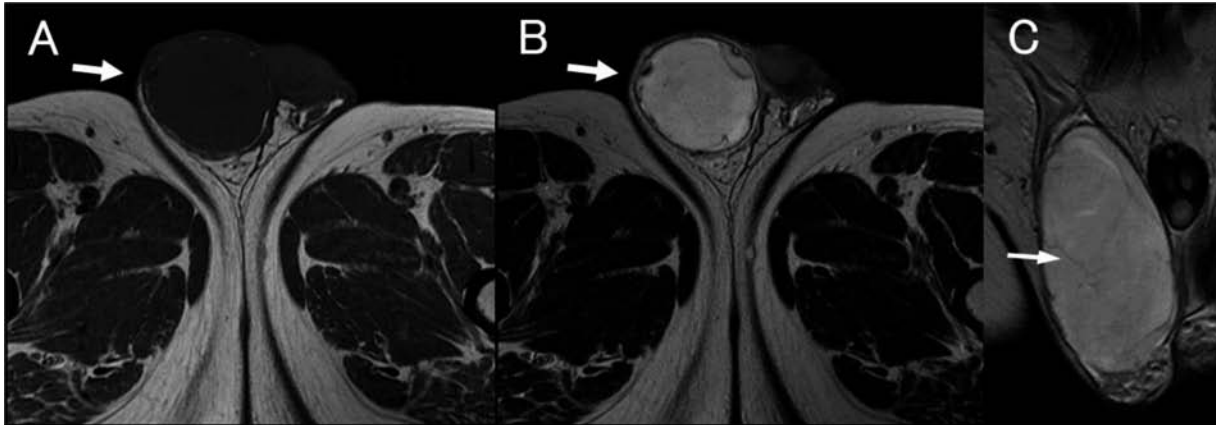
Pelvis MRI (arrow : the mass) : (A) T1-weighted image axial. (B) T2-weighted image axial. (C) T2-weighted image coronal.
